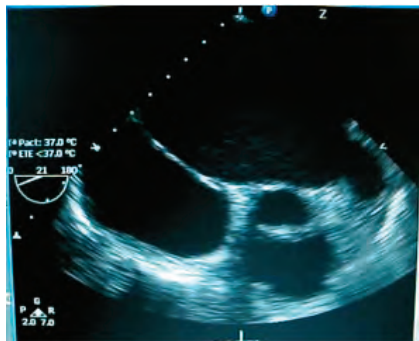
Ecocardiograma transesofágico de un paciente con insuficiencia mitral severa, notese la dilatación aneurismática de la aurícula izquierda que muestra contraste espontáneo y presencia de trombos en orejuela izquierda. AI: aurícula izquierda, AD: aurícula derecha, OI: orejuela izquierda AO: aorta.
